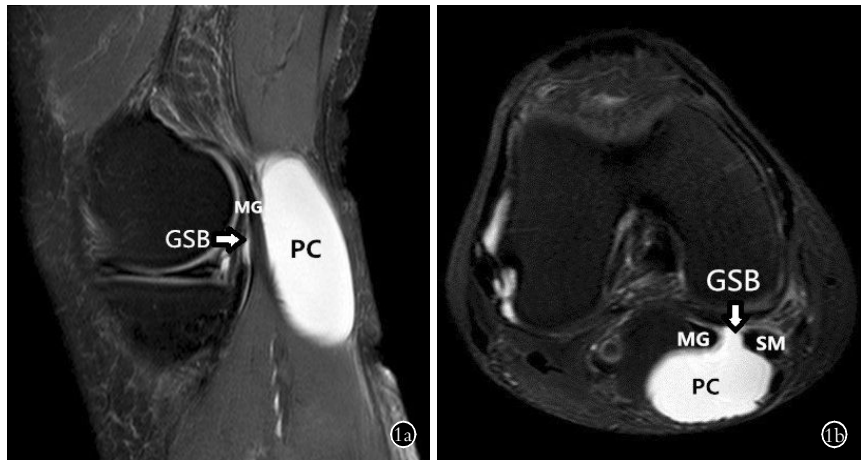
患者, 女, 50 岁, 右腘窝囊肿 1a. 腘窝囊肿 MRI 矢状位影像 1b. MRI 横断位可明显地观察到 GSB 通道。MG: 腓肠肌内侧头; SM: 半膜肌; PC: 腘窝囊肿; GSB: 半膜肌与腓肠肌内侧头滑液囊 (下同)
